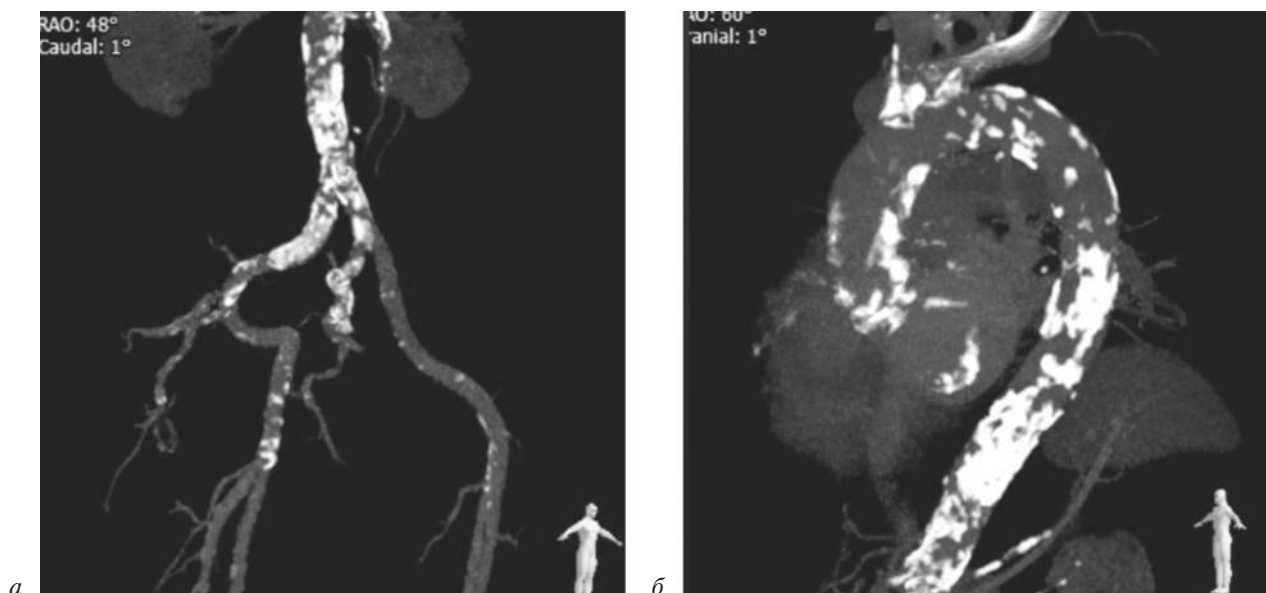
КТ-ангиография аорты:
